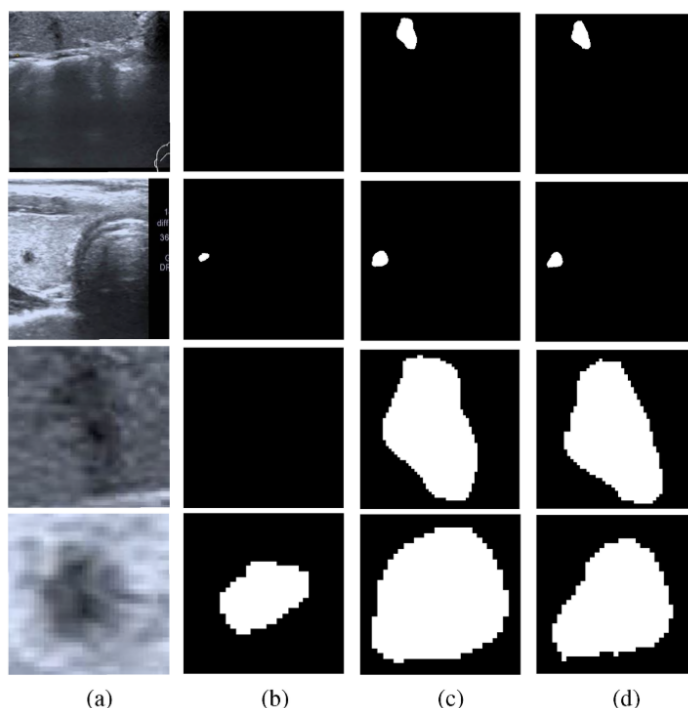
对于边缘不规则的恶性甲状腺结节，DMU-Net 的分割结果更为准确，而 U-Net 的分割结果则较差。底部两行图像是对顶部两行图像进行了局部放大。(a) 超声图像；(b) U-Net 分割结果；(c) DMU-Net 分割结果；(d)为标签
